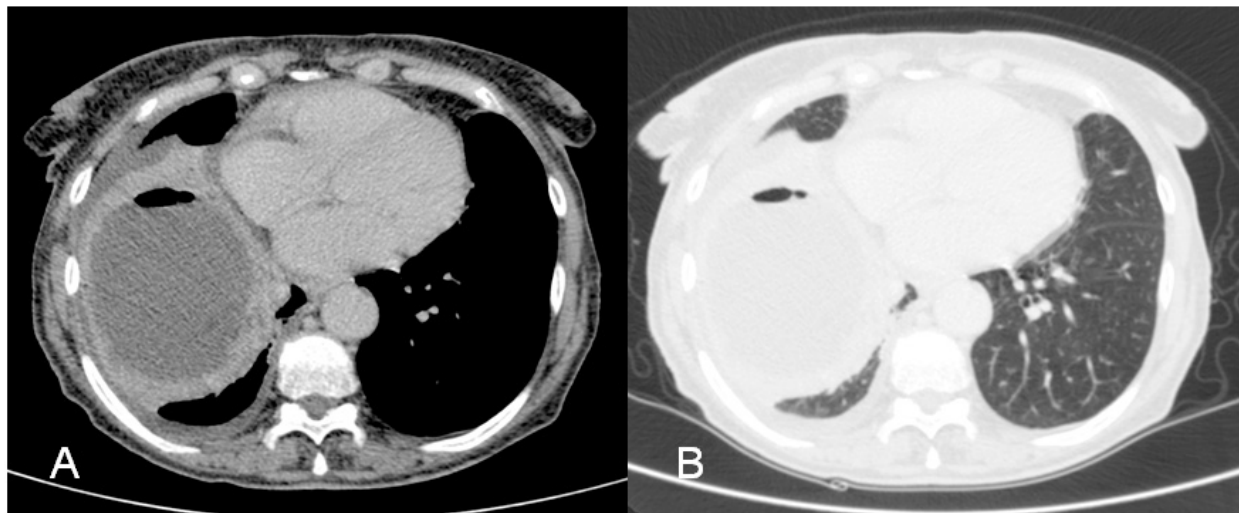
Tomografia computadorizada, janelas de mediastino (A) e parênquima (B). Imagem arredondada, com parede espessa e irregular, e nível líquido em seu interior. Abscesso pulmonar.
